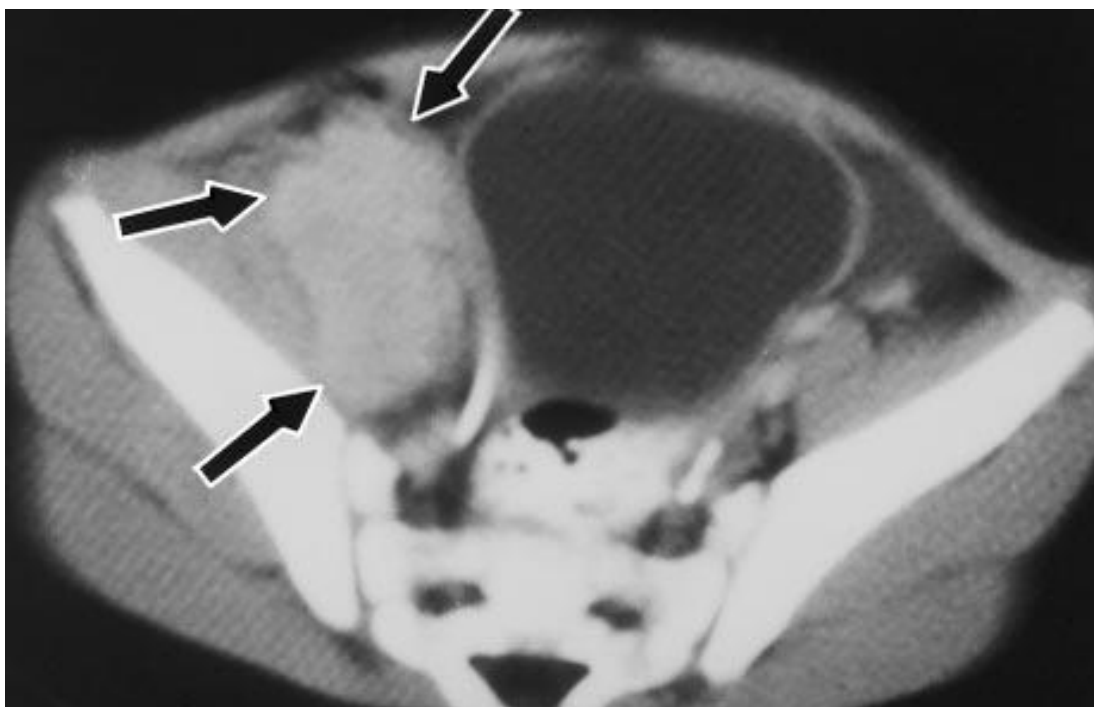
TDM abdomino-pelvienne. TMI du muscle psoas-iliaque droit mimant un rhabdomyosarcome ^[29].
